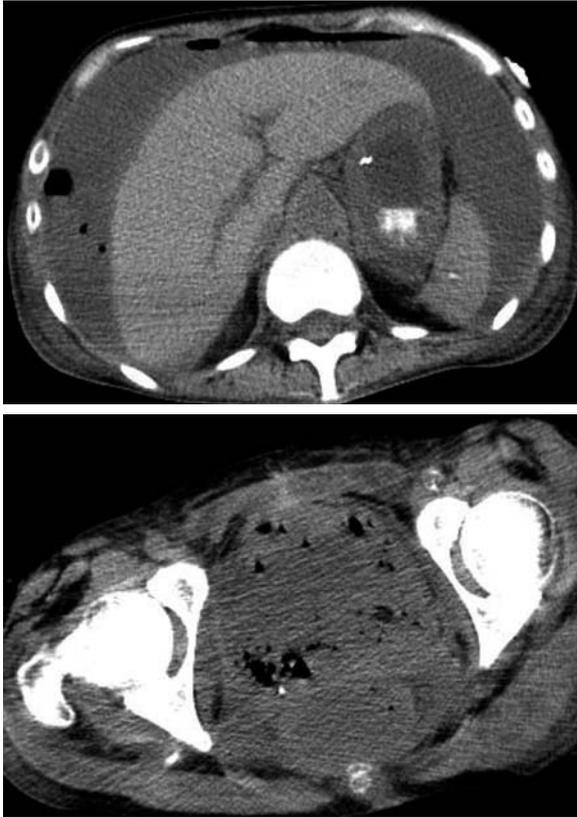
Computed tomography showed free air around the liver, ascites retention reaching to the diaphragm and significant emphysema in a bladder.
